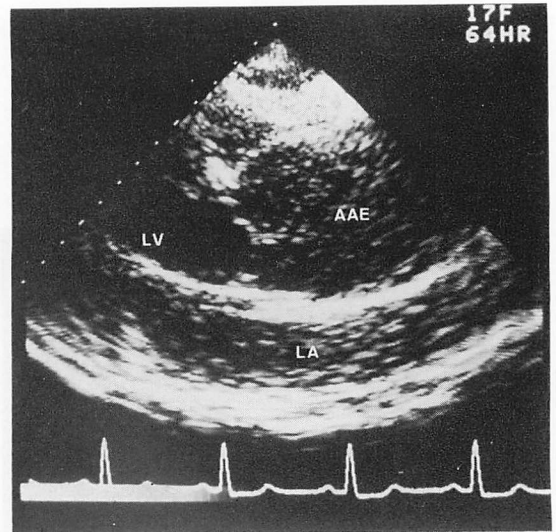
Two-dimensional echocardiogram (long-axis view of the LV) of Case 4.
